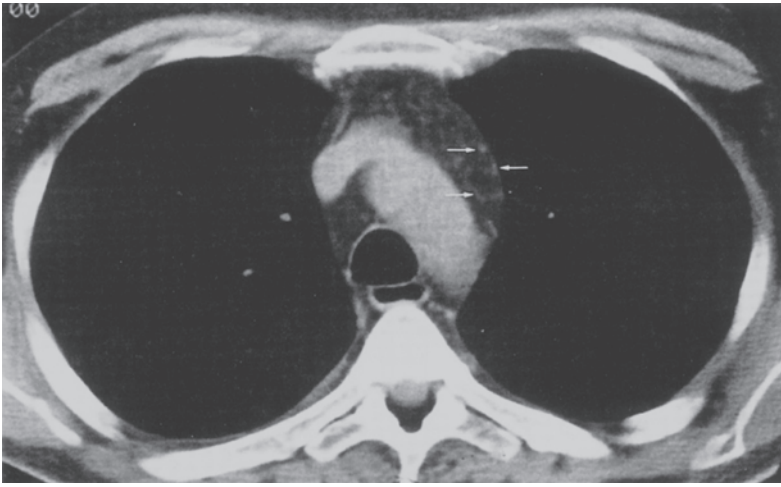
Tomografía computarizada que muestra el aspecto normal de un timo involucionado en un adulto. Nótese el aspecto de la glándula muy similar al del tejido adiposo, sólo con islas de tejido disperso en los tejidos blandos (flechas pequeñas).
